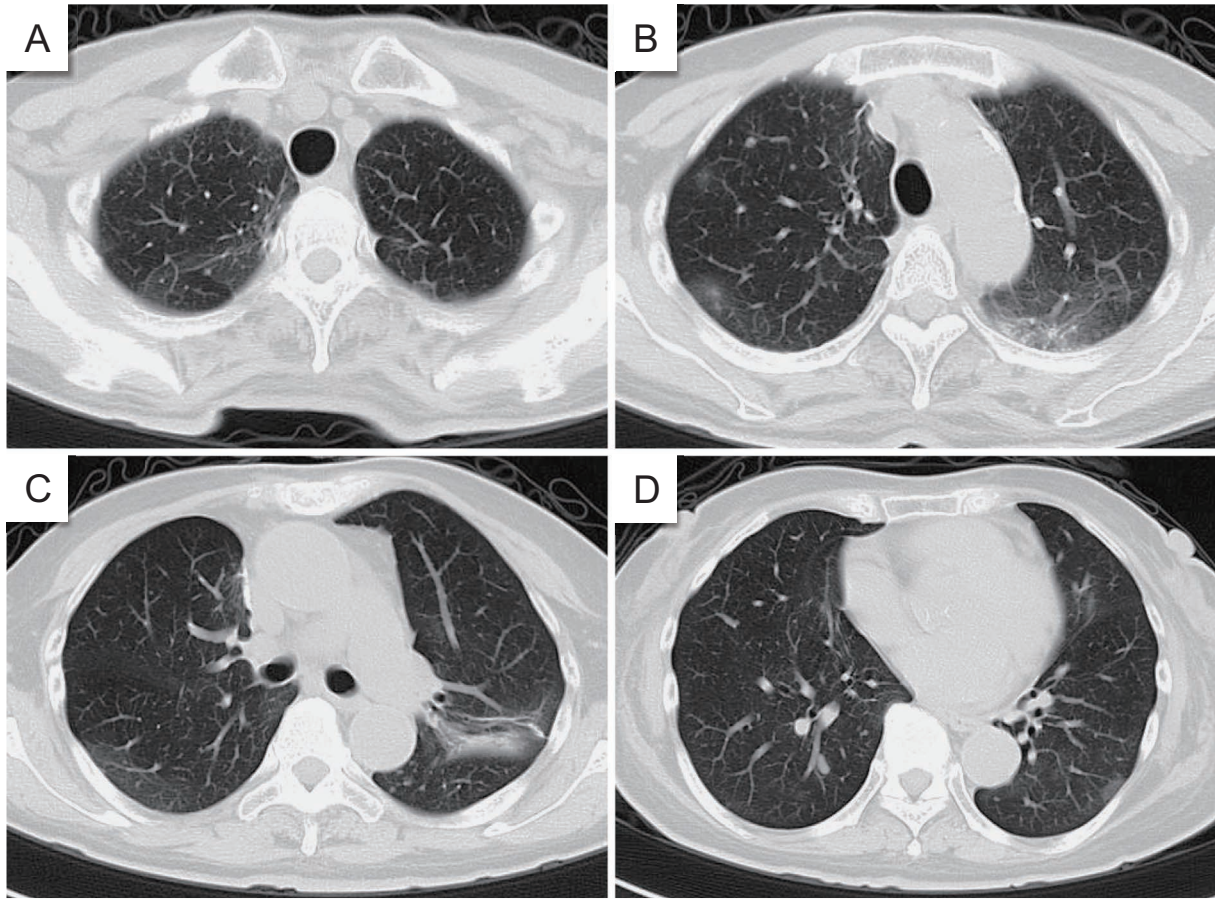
Four weeks after introducing prednisolone, CT showed improvement of the multiple infiltrative shadows.
